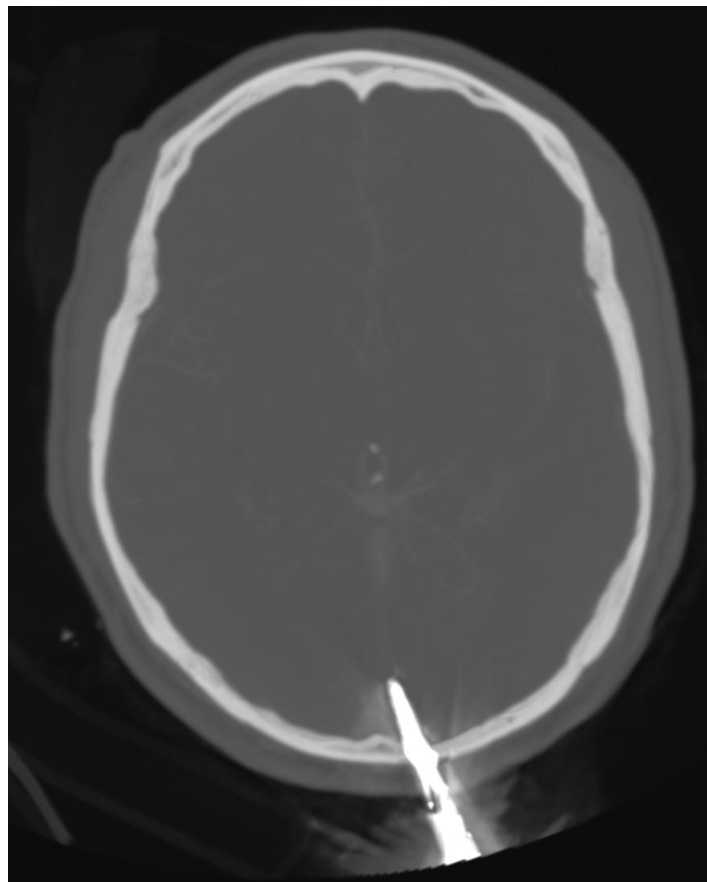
Imagen de la tomografía de cráneo en el preoperatorio.
